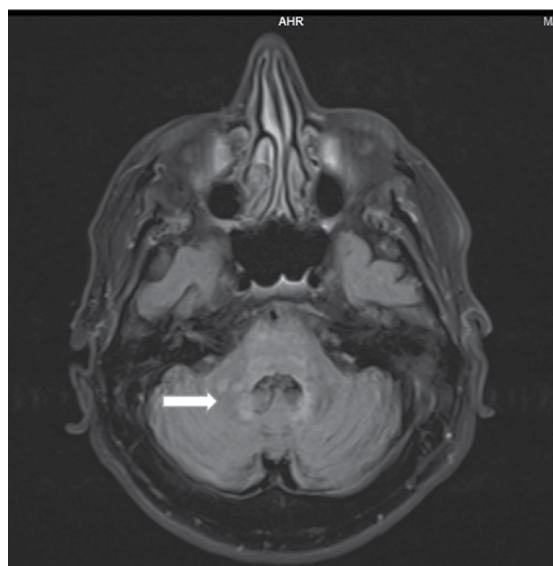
МРТ головного мозга, T1-режим. Стрелкой показана гиперинтенсивность МР-сигнала перивентрикулярно 4-му желудочку
